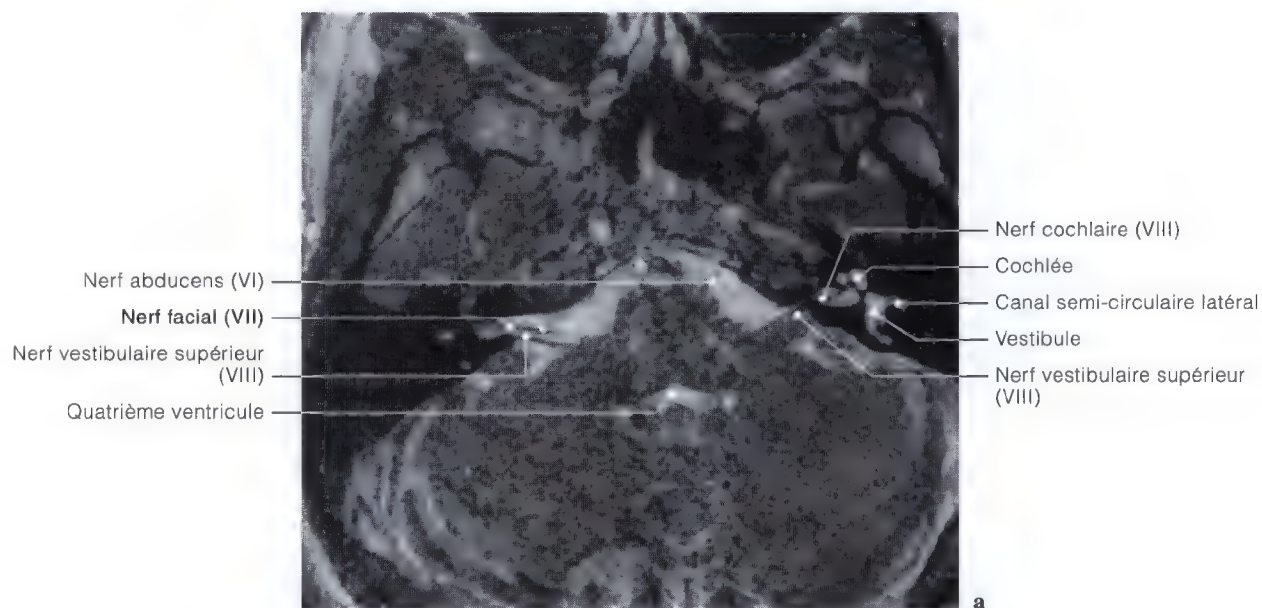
a – e. Imagerie par résonance magnétique (IRM) en vues axiales (a, b, d, e); vue anatomique postérieure (c) de l'angle ponto-cérébelleux pour l'origine apparente du nerf facial. (Vue anatomique: Pr. C. Sen, C. S. Chen, K. D. Post, *Microsurgical Anatomy of the Skull Base*, Thieme 1997)
